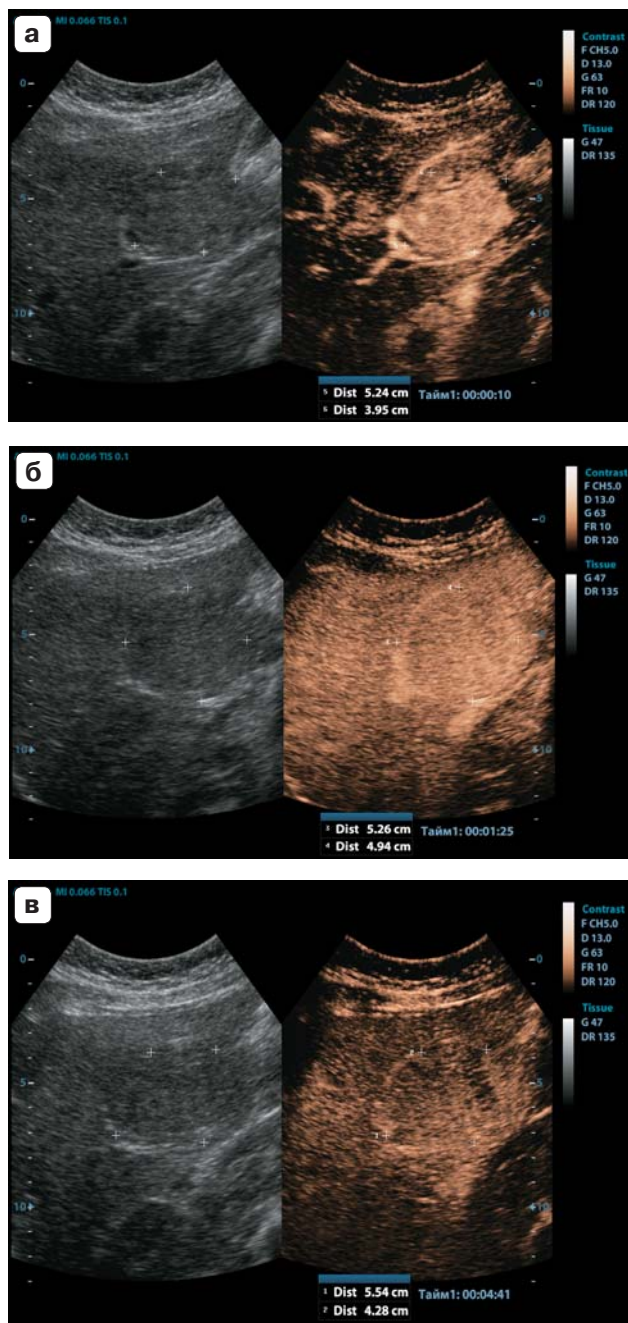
КУУЗИ печени. Очаговая узловая гиперплазия. Гиперконтрастирование образования в артериальную фазу (а), изоконтрастирование в портальную (б) и позднюю (в) фазы. Собственное наблюдение.
